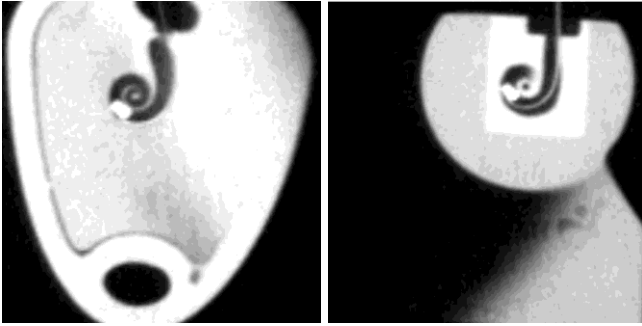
Computertomographieaufnahmen der Phantome der Scala tympani von den Firmen Cochlear (links) und Advanced Bionics (rechts). Eine Kamera der Firma AWAIBA ist maximal möglich eingeführt.
